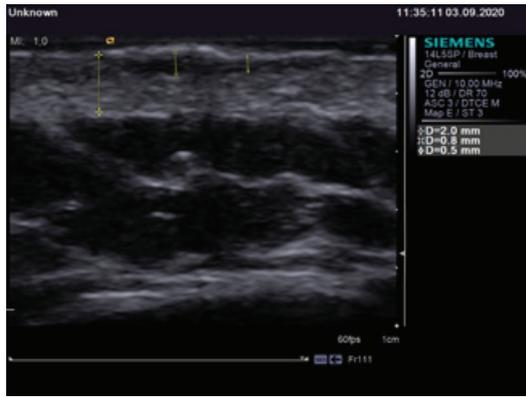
Ultrasound examination of the skin. BCC
